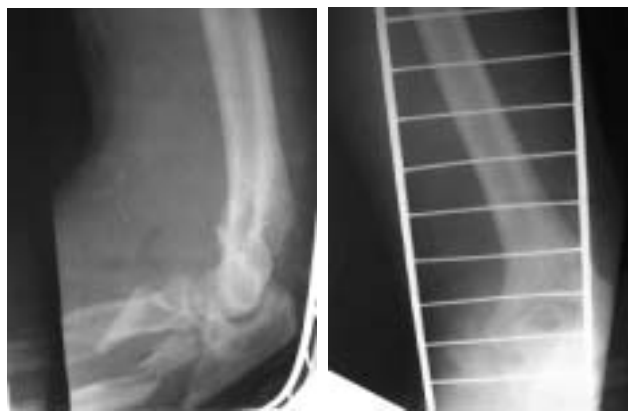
Фото рентгенограм ліктьового суглоба хворого С. після травми
